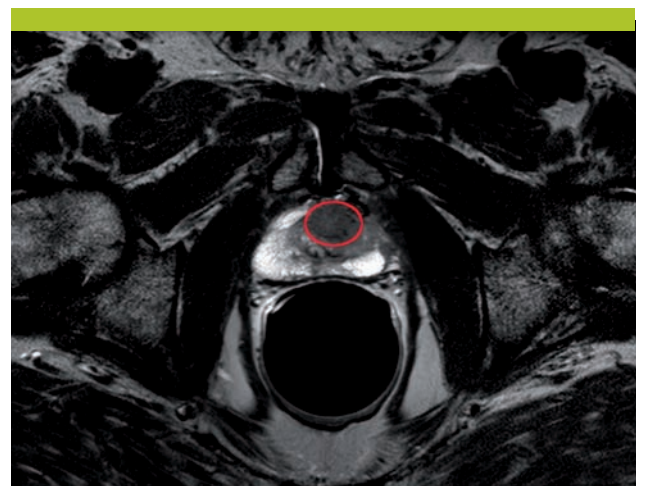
Images IRM d'une lésion prostatique selon la classification PI-RADS
